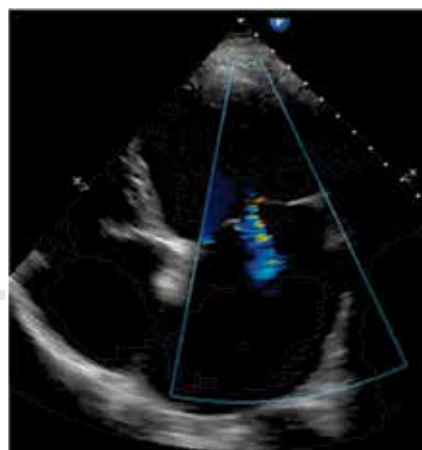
Ecocardiograma con evidencia de crecimiento de cavidades izquierdas e insuficiencia mitral funcional.
